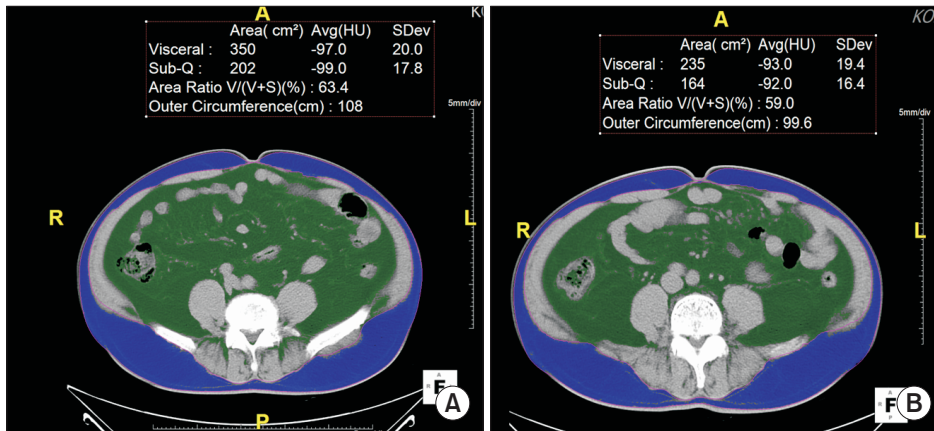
Abdominal Fat CT for evaluating visceral fat and subcutaneous fat before and after treatment. (A) Before treatment 2022.4.29, (B) After treatment 2022.7.25.
